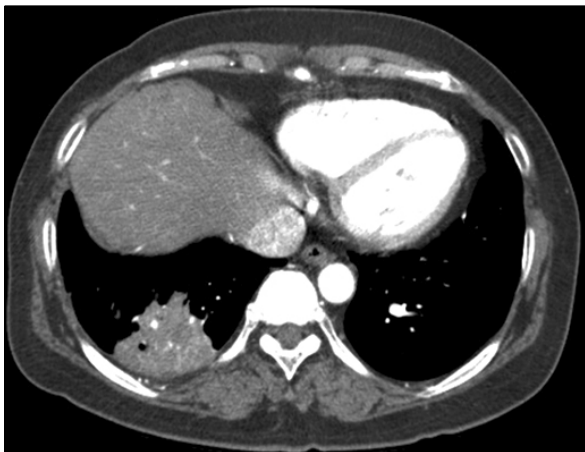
After 2 month of discharge, follow-up chest CT showed decreased pleural effusion but remaining consolidation was still observed at right lower lobe.
